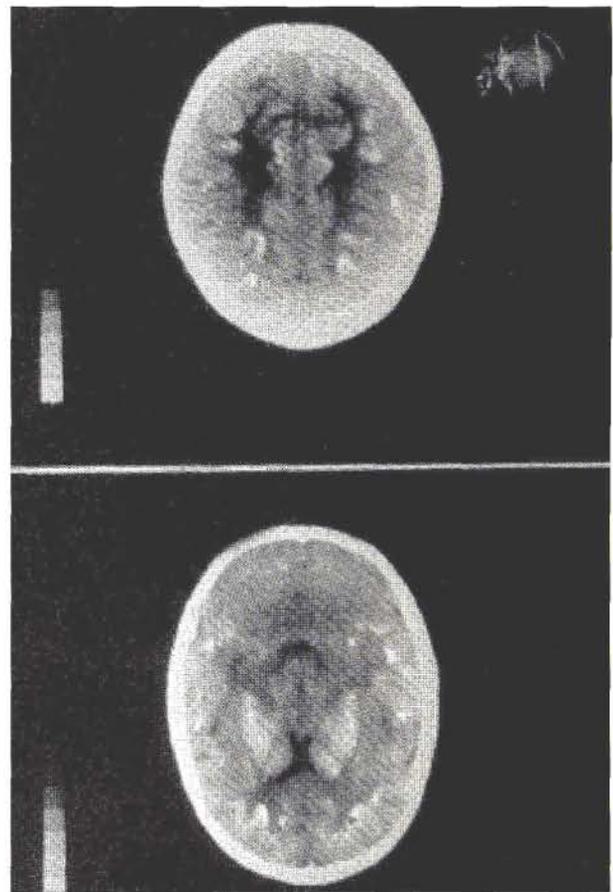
TAC: Múltiples zonas de alta densidad a nivel de corteza, ganglios basales asociadas al depósito de plomo en el SNC.
